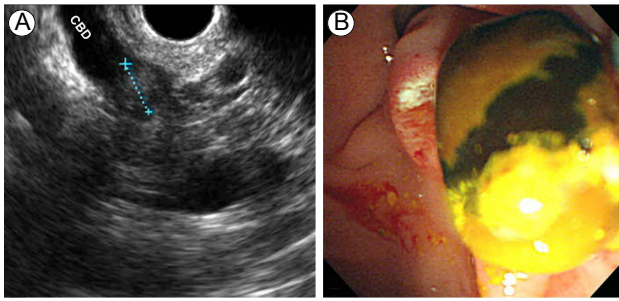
Image from a 62-year-old man with gallstone with intermediate risk of choledocholithiasis. Abdominal ultrasonography showed gallbladder stone with common bile duct (CBD) dilatation. (A) Endoscopic ultrasonography revealed a CBD stone. (B) CBD stone was extracted by balloon catheter after endoscopic sphincterotomy.
